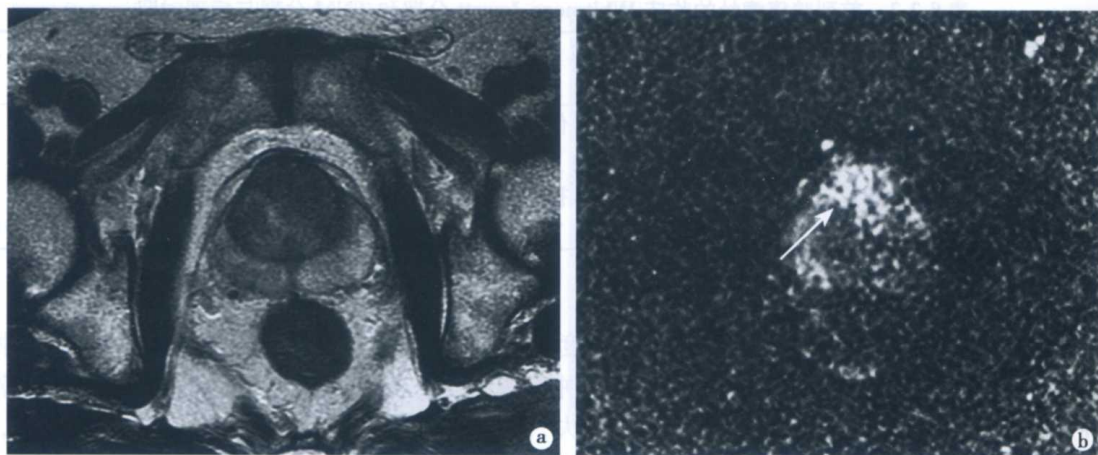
中央腺体前列腺癌 MRI 和 DWI 表现
